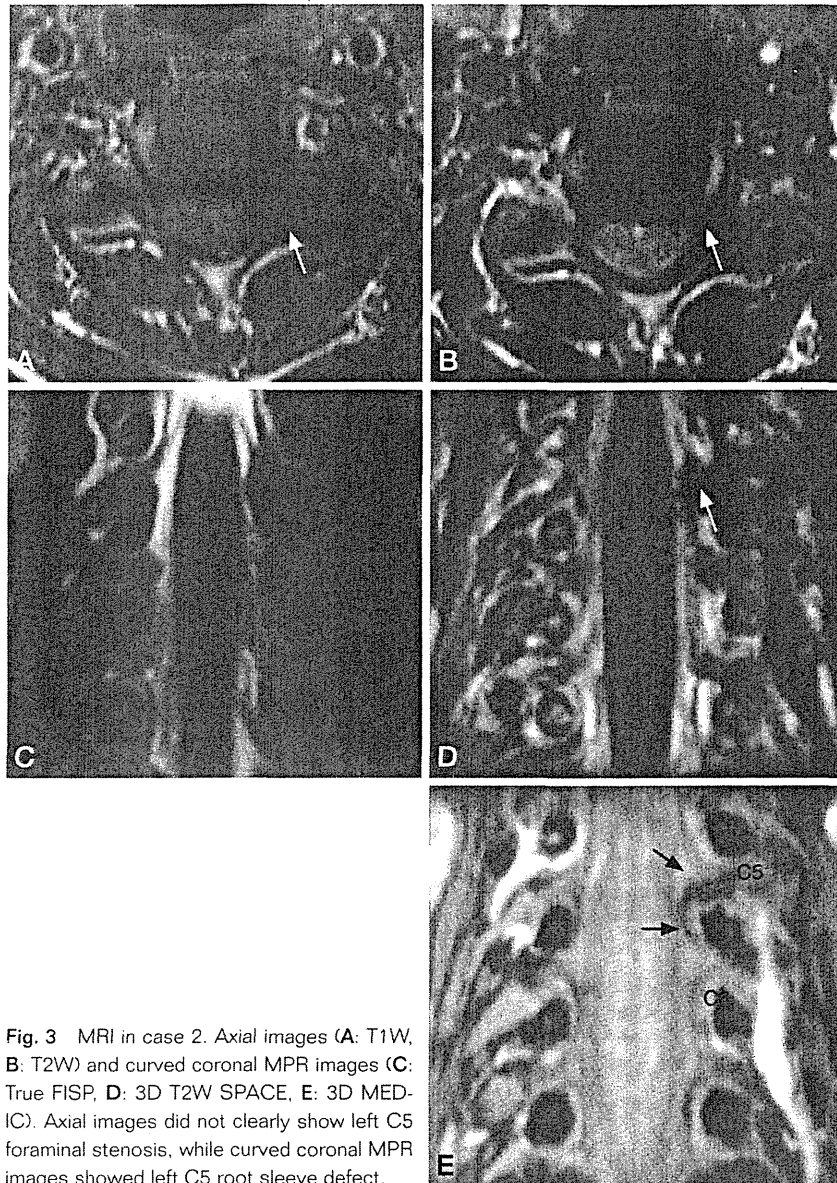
MRI in case 2. Axial images (A: T1W, B: T2W) and curved coronal MPR images (C: True FISP, D: 3D T2W SPACE, E: 3D MEDIC). Axial images did not clearly show left C5 foraminal stenosis, while curved coronal MPR images showed left C5 root sleeve defect.
